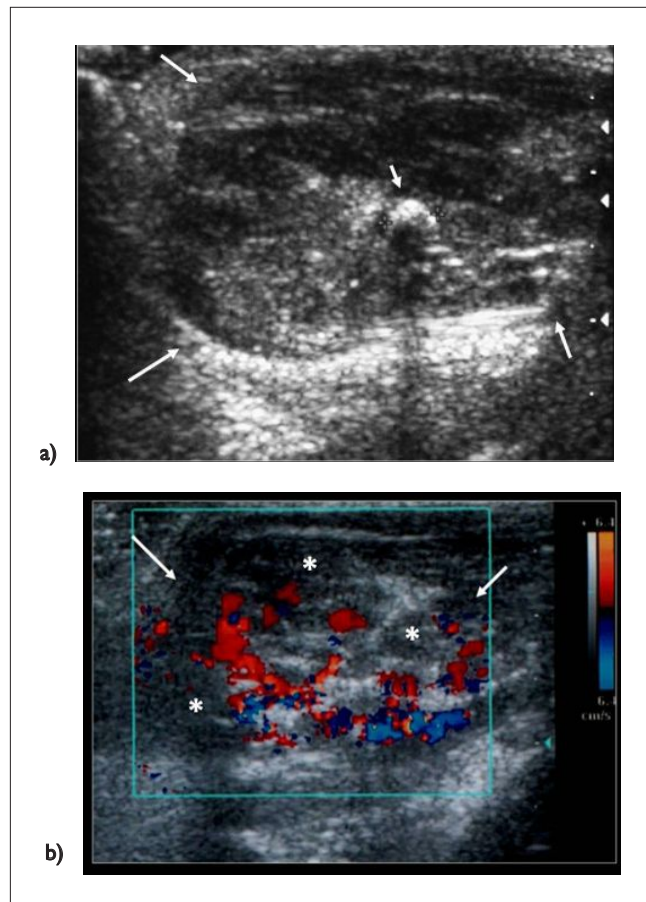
Malformación vascular venosa del muslo en un niño de 13 años de edad. a) La US en escala gris muestra una lesión que compromete fundamentalmente la hipodermis, de estructura heterogénea, hipoeogénica (relativamente oscura o más negra con respecto a los tejidos vecinos), con una calcificación en su interior; compatible con un flebolito (flecha central). b) La US Doppler-color muestra moderado flujo vascular en su espesor; compatible con una malformación vascular venosa complicada con zonas de trombotosis.*
